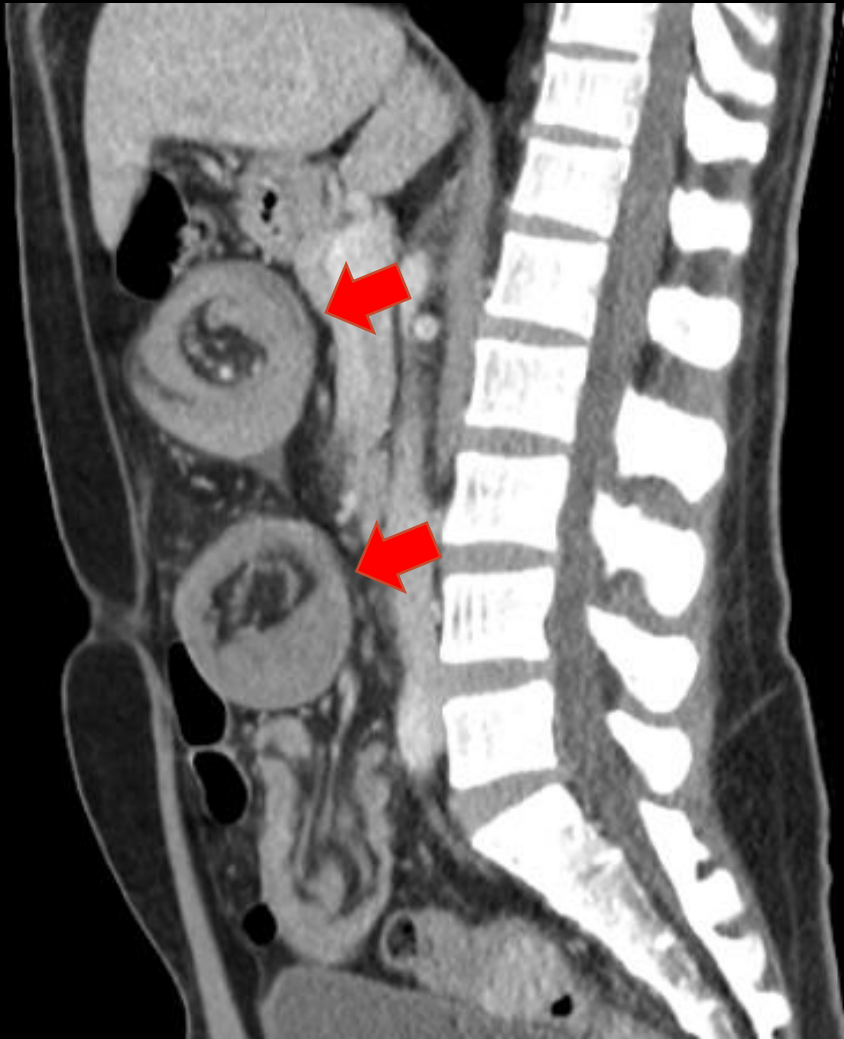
TC RECONSTRUCCIÓN SAGITAL.
